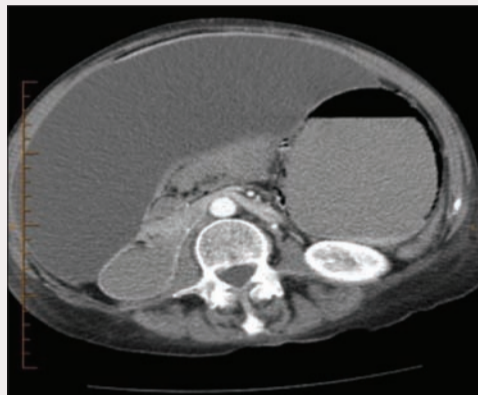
КТ: осумкованный асцит большого размера, выраженный пневматоз желудка, скопление газа в портальной венозной системе, небольшое количество свободного газа вокруг желудка
